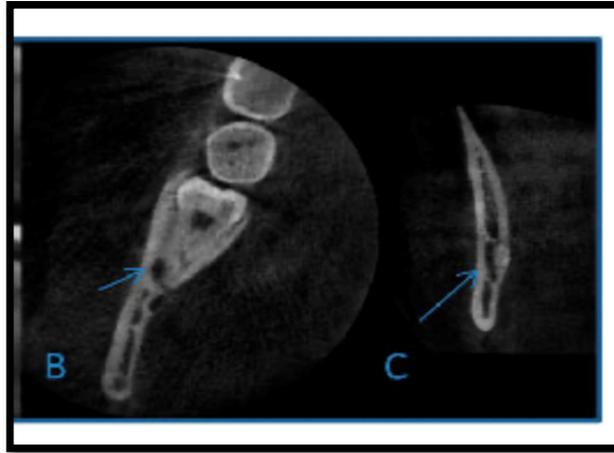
B) Tomografía Cone Beam vista axial y C) Tomografía Cone Beam vista coronal
